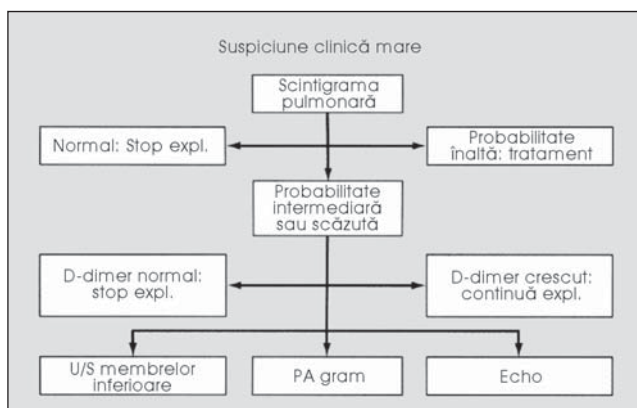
Strategia diagnosticului TEP. Abordarea diagnostică integrată. expl., explorare; U/S, ultrasunete; PA gram, arteriograma pulmonară; Echo, ecocardiograma.
